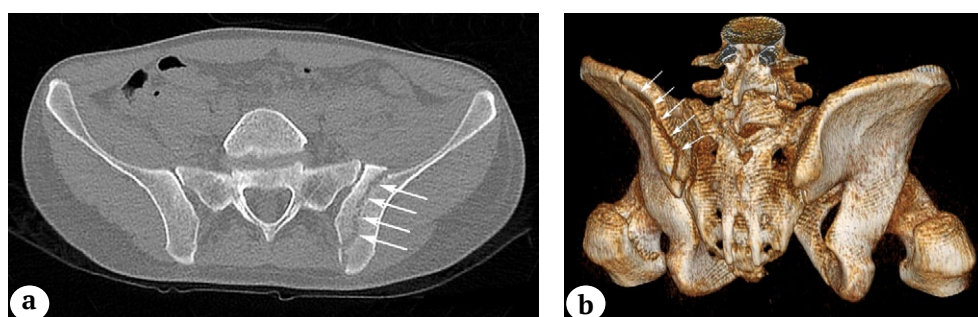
Longitudinal fracture of the base of the iliac bone: a – 2D-CT image reconstruction in the axial view; b – 3D-CT image reconstruction in the posterior view
